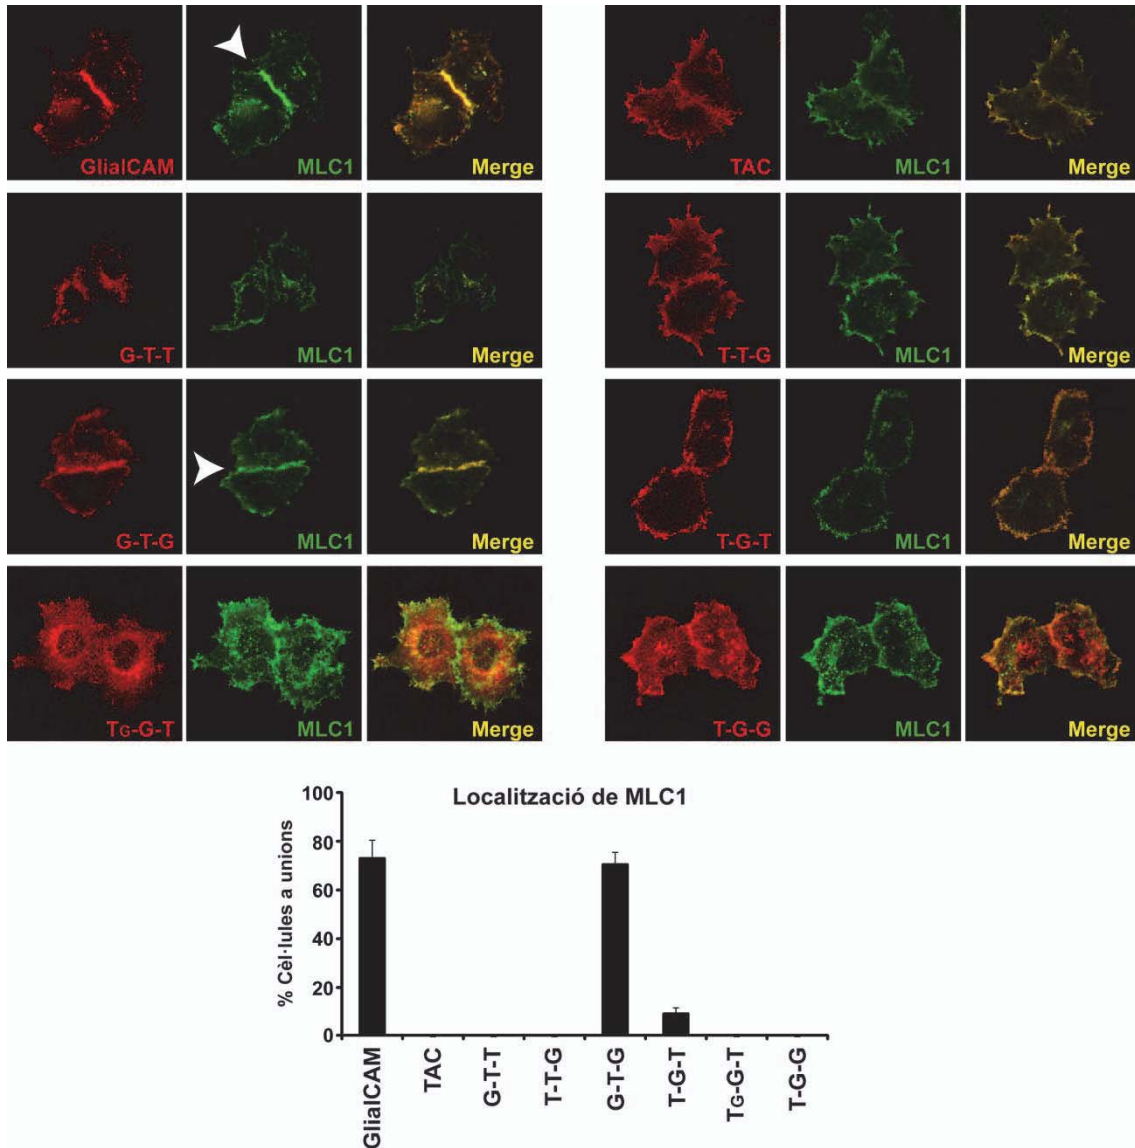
Colocalització de MLC1 i les quimeres GlialCAM-TAC. Cèl·lules HeLa cotransfectades amb MLC1 i cadascuna de les quimeres GlialCAM-TAC fusionades a l'epítip Flag, analitzades per immunofluorescència. Es detecta la localització de cada quimera (en vermell) amb un anticòs monoclonal contra Flag i la localització de MLC1 (en verd) amb un anticòs policlonal contra MLC1. Es mostra la localització de MLC1 concentrada en unions cel·lulars (fletxes) i el comptatge del percentatge de cèl·lules que presenten aquesta localització en cada grup experimental mitjançant *intensity profile*. Dades corresponents a 4-8 experiments independents amb el següent nombre de cèl·lules analitzades per cada grup: GlialCAM+MLC1 (n=161); TAC+MLC1 (n=135); G-T-T+MLC1 (n=177); T-T-G+MLC1 (n=180); G-T-G+MLC1 (n=230); T-G-T+MLC1 (n=204); Tc-G-T+MLC1 (n=122); T-G-G+MLC1 (n=296).
